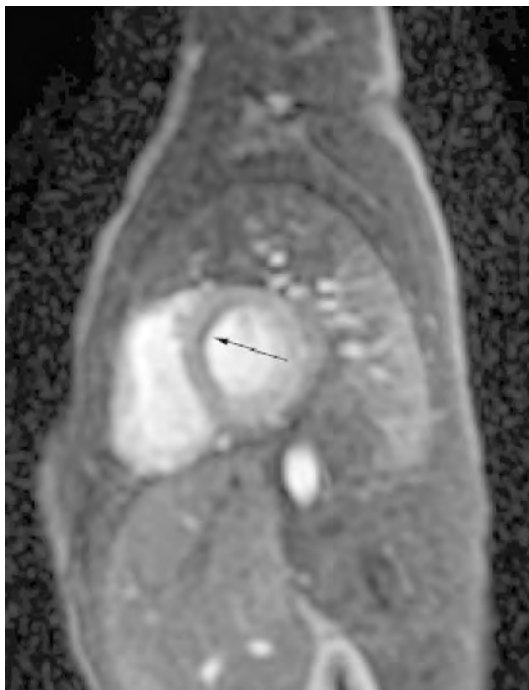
首过灌注延迟（黑箭头）。该患者前间隔基底段的MRI成像序列显示由于肺动脉的压迫，左前降支动脉严重狭窄（Yacoub D型）。心肌闪烁照相术也证实存在心肌缺血。
